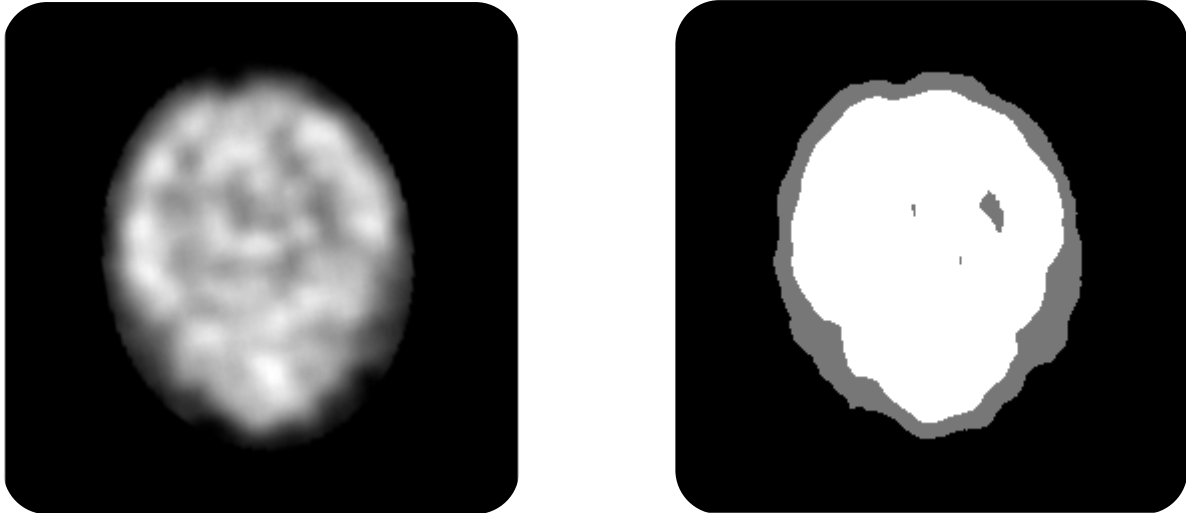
Resultados de K-means en SPECT. Se muestra un corte del SPECT original (izquierda) y el resultado de aplicar K-means con tres clusters (derecha).
